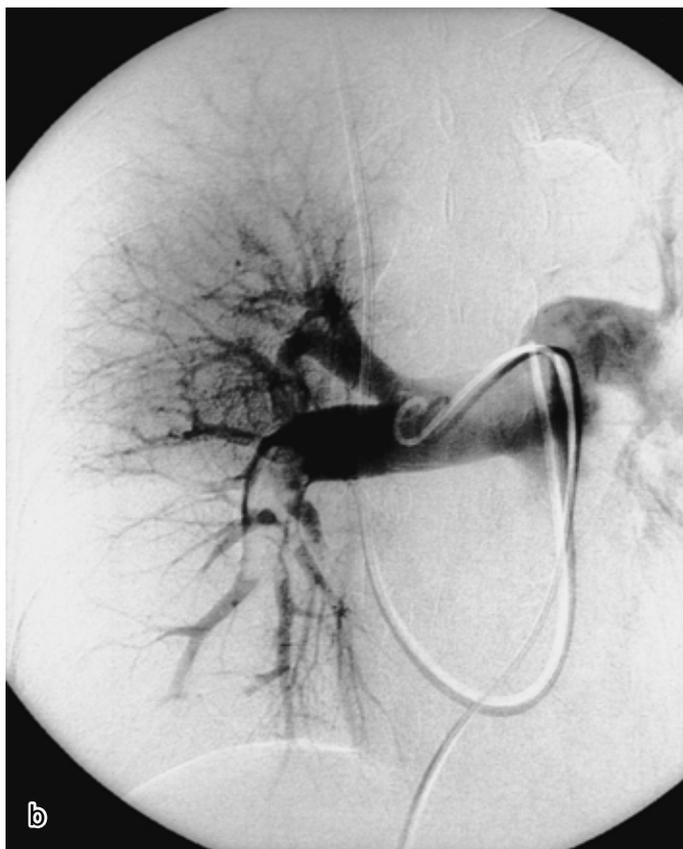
血栓吸引療法の実際。60歳女性。左被殻出血。入院4日目に突然胸痛と呼吸困難が出現した。心臓超音波検査では右心負荷を認め、急性肺血栓塞栓症が疑われた。新鮮脳出血は、血栓溶解療法は禁忌であるが、肺血栓塞栓症もそれ自体急性期死亡率の極めて高い疾患である。そこで我々は、血栓吸引療法を試みることにした。まず通常の選択的肺動脈造影を行い、血栓の量・分布を把握した(図2a)。次に、血栓吸引療法を施行した。実際には、8 Fr. PTCA guiding catheterを血栓に埋め込むように挿入し、10 ml ディスポ注射器にて陰圧をかけながら血栓を吸引しつつ、カテーテルを体外にひきだし、注射器から血栓を押し出した。一回に吸引される血栓量は米粒大以下であり、数十回同様の手技を行った。肺動脈圧は37/16(24) mmHgから28/10(17) mmHgまで低下した。肺動脈造影上も、血栓量の著しい減少が得られた(図2b)。
